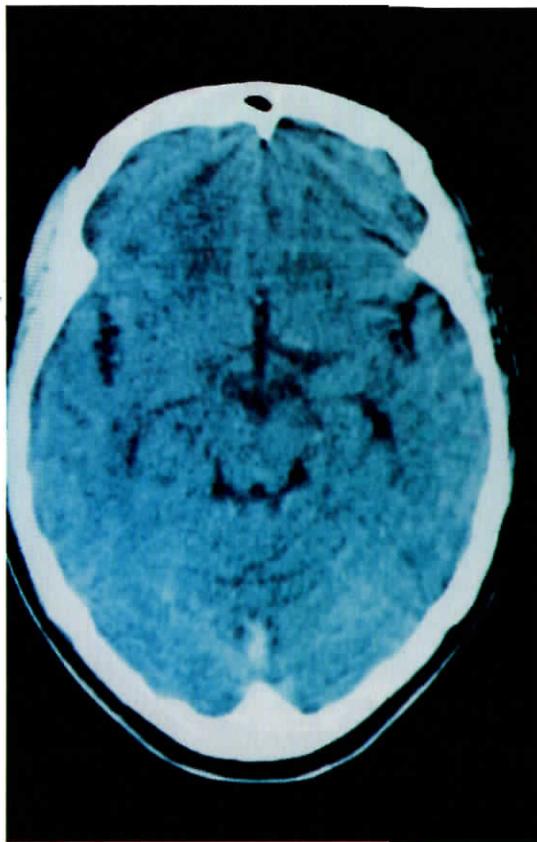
Tomografia computadorizada do crânio mostrando franca melhora das lesões após tratamento com benzonidazol
